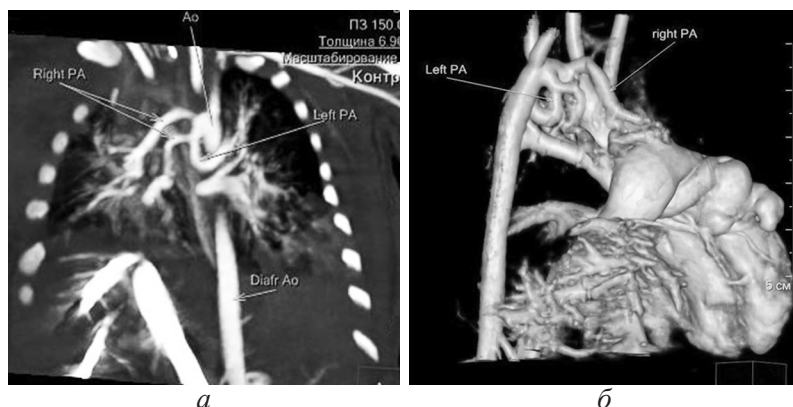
МСКТ, MPR, определяются БАЛК к правому и левому легким (а); МСКТ, 3D volume rendering, визуализация БАЛК к легким (б)
